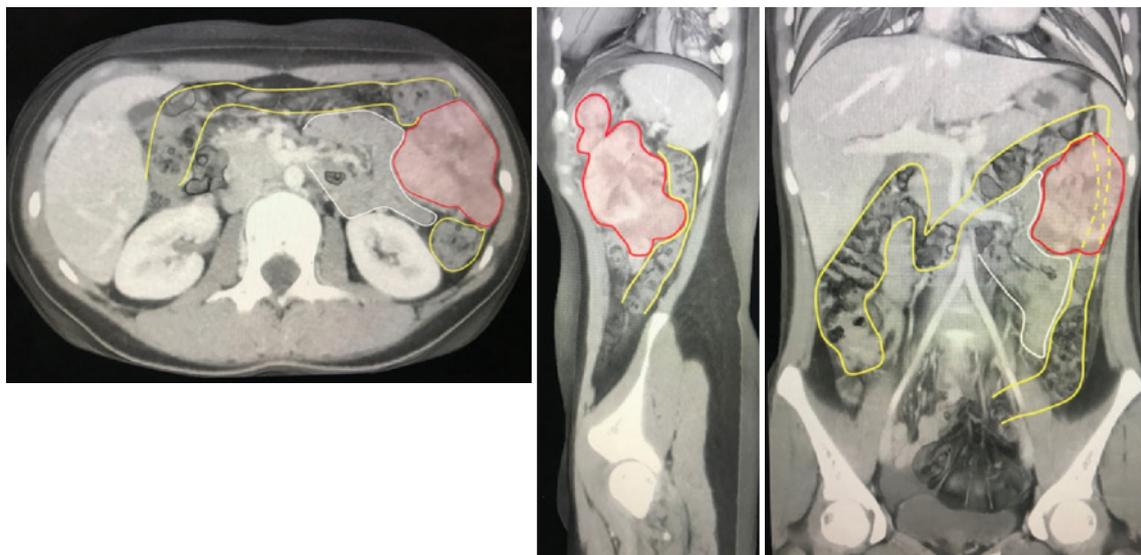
Компьютерная томография органов брюшной полости в разных проекциях. Красным отмечена опухоль, желтым – толстая кишка, белым – петля тонкой кишки
